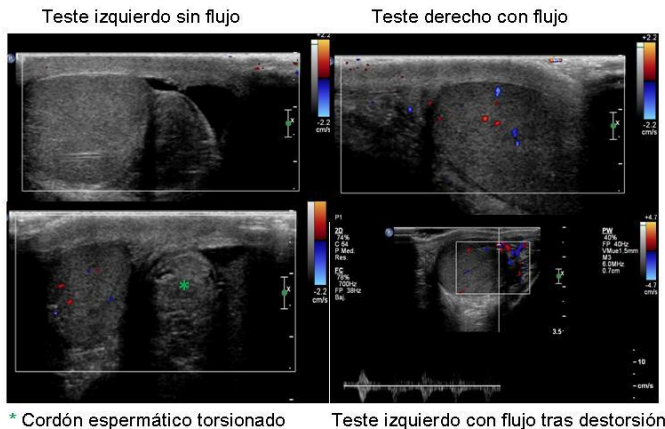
Torsión Testicular y Evaluación de Viabilidad por Eco-Doppler Color.
